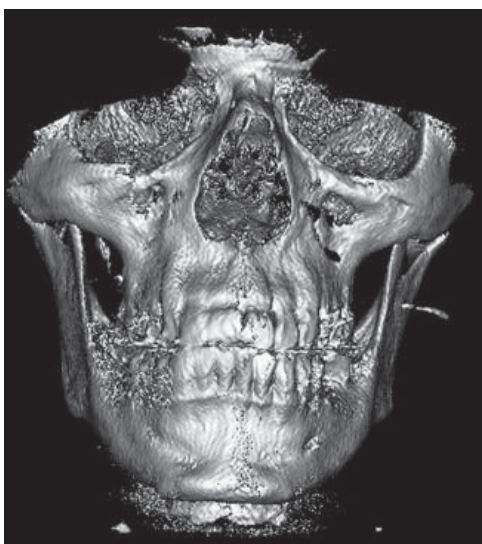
Tomografía de reconstrucción 3D, se observa calcificación de conducto parotídeo de lado izquierdo.
